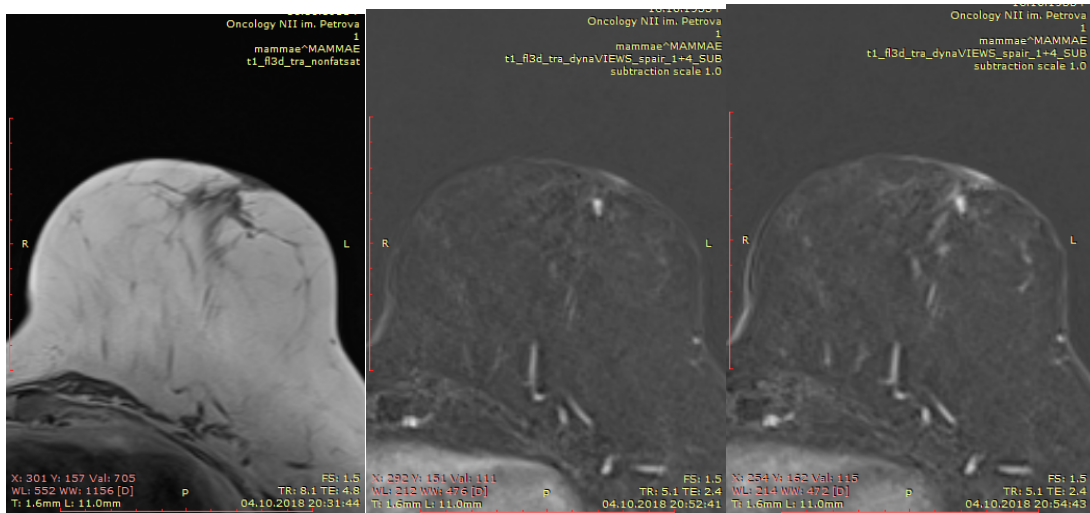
МРТ картина пролиферативных изменений левой молочной железы.
